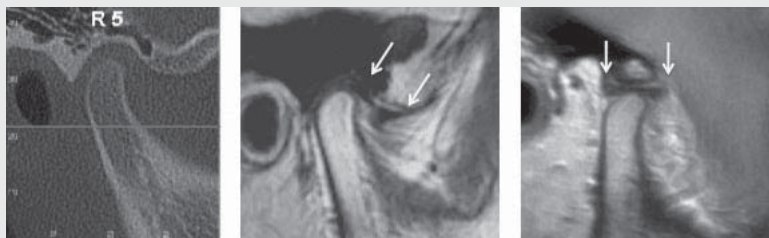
증례 3의 우측 관절. 좌측 부터 CT image, closed mouth MRI, open mouth MRI (화살표가 관절판의 범위를 표시하고 있다.)
